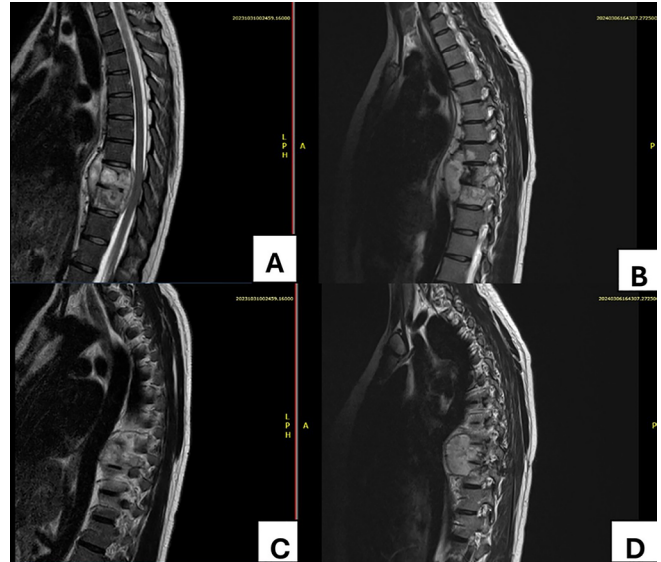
Cortes longitudinais de ressonância nuclear magnética da coluna torácica em T2. A e C: antes do início do tratamento da tuberculose, evidenciando espondilodiscite com coleção adjacente aos corpos vertebrais T9 e T10 deformando o saco dural e sugerindo sinais de mielopatia incipiente. B e D: depois de três meses de tratamento, houve aumento da coleção com alteração do sinal medular, caracterizando mielopatia compressiva.
